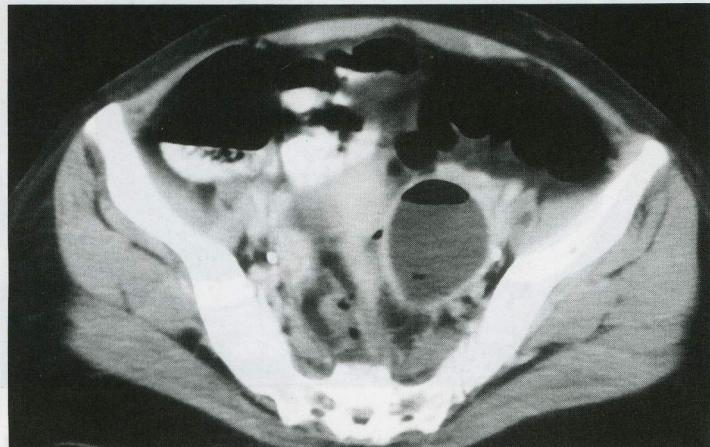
Pelvic CT through the level of middle sacral bone reveals abscess containing air-bubbles in left adnexa.
